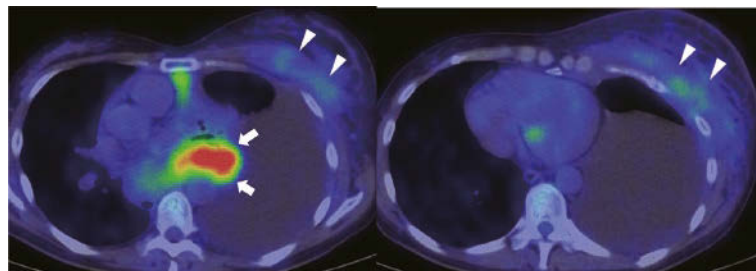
PET-CT findings after pleurodesis showed prominent uptake in the mass lesion in the thoracic cavity (arrows), and mild uptake in the chest wall (arrowheads).
